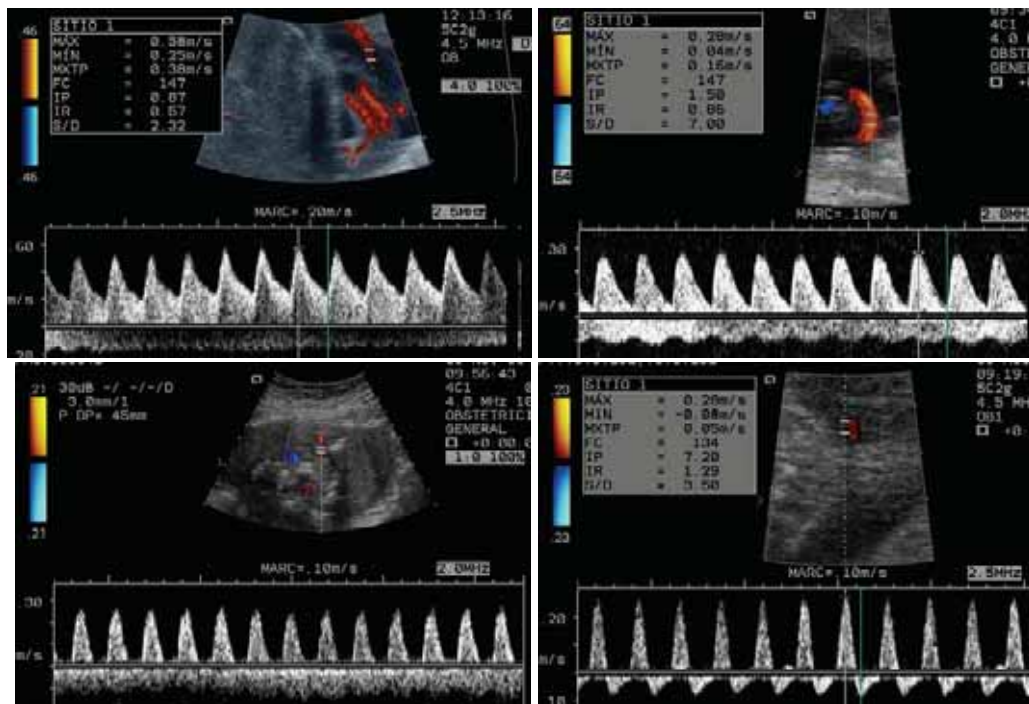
Doppler de la arteria umbilical (a) normal, (b) pulsatilidad > percentil 95, (c) ausencia de flujo diastólico y (d) flujo retrógrado durante la diástole.
